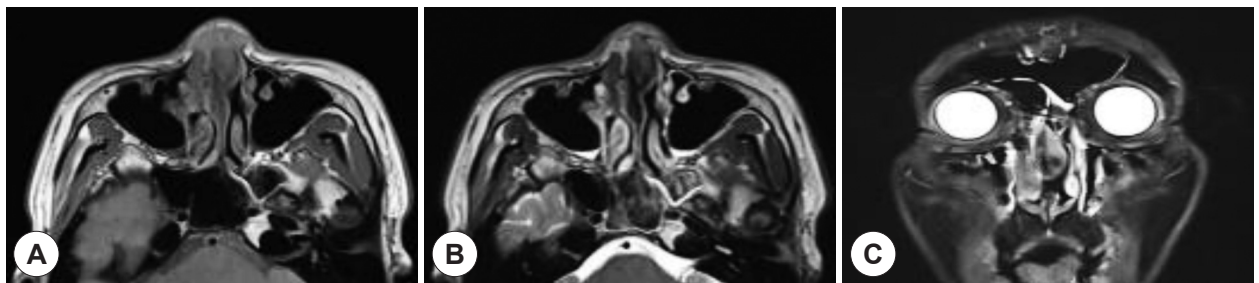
Preoperative MRI finding. A: T1-weighted axial image demonstrates a heterogeneous enhanced mass with moderate signal intensity at nasal dorsum and septum. B: T2-weighted axial image demonstrates a heterogeneous enhanced mass with low signal intensity at nasal dorsum and septum. C: T1-weighted enhanced coronal image shows relatively well-margined mass with high intensity signal at the septum.
